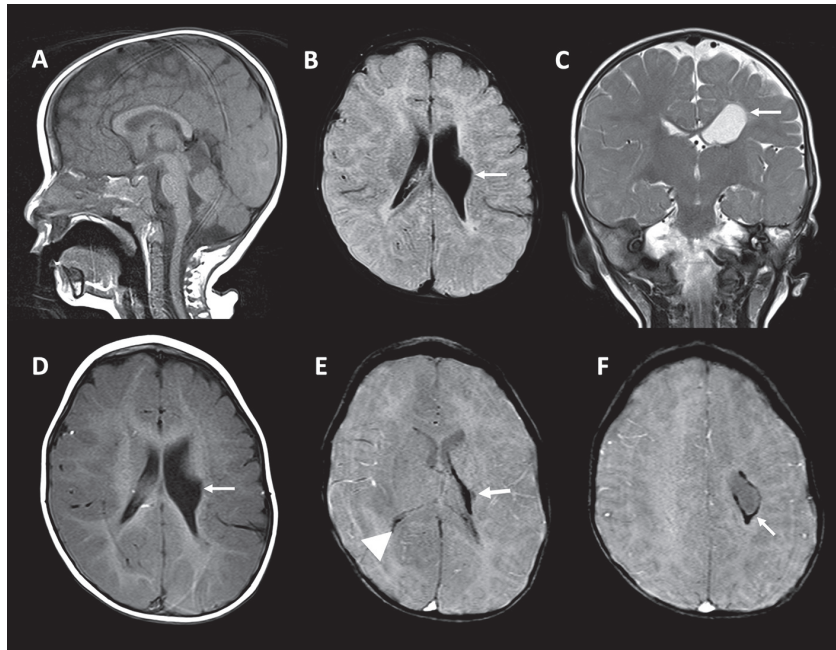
HIC claramente identificable con señal hipointensa en las imágenes de susceptibilidad magnética (SWI) a nivel del surco caudotalámico izquierdo (→ en E), intraventricular (cabeza de flecha en E) e intraparenquimatoso (→ en F) + infarto venoso (HIC grado IV) que, en la evolución, genera quiste porencefálico que se comunica con el ventrículo lateral (→ en B, C, D), con imágenes de posible LMPV en T1 y T2/FLAIR (B-D)
